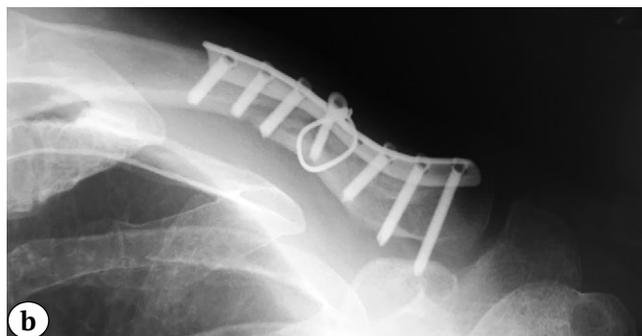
Рентгенограмма ключицы пациента:
